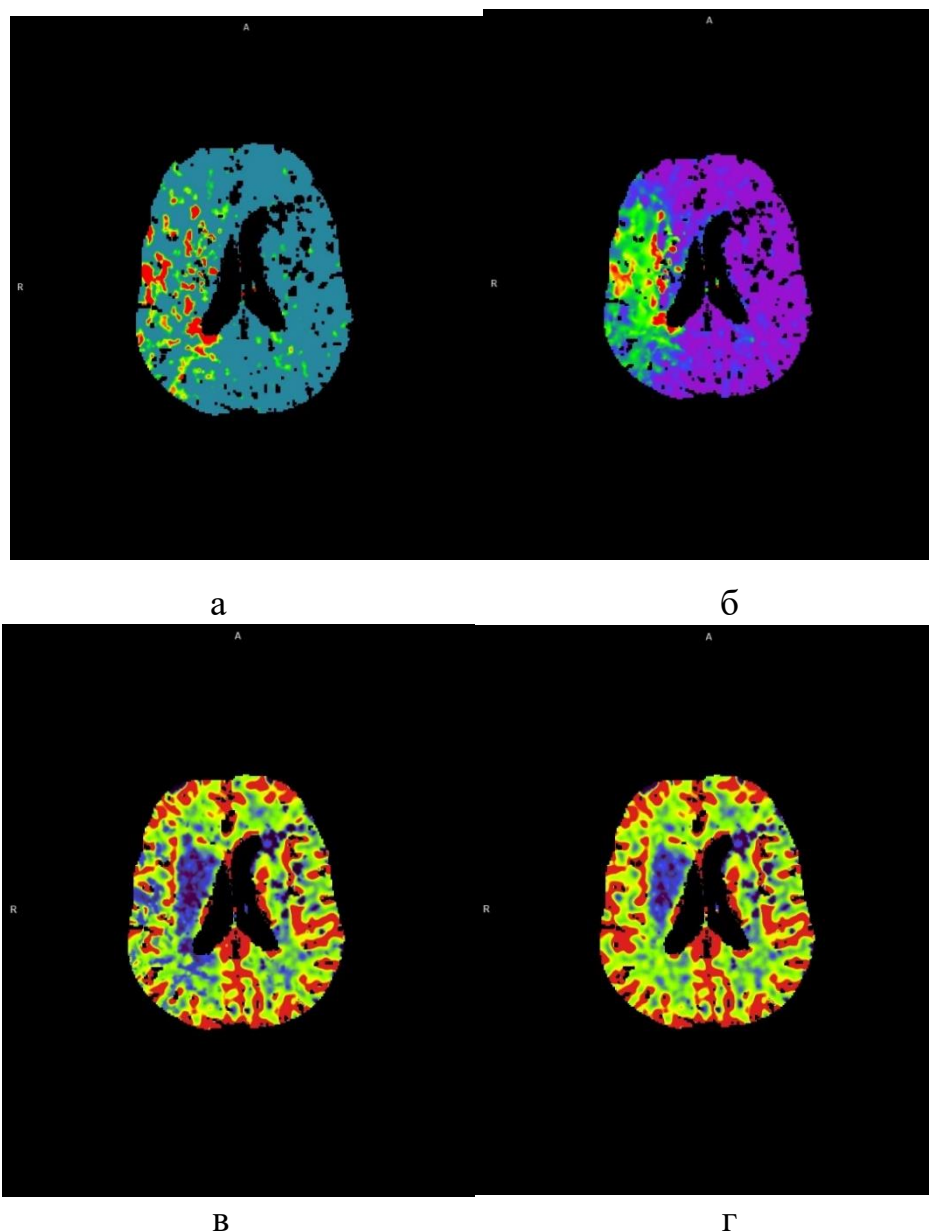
Перфузионная компьютерная томография головного мозга и построение карт перфузии головного мозга пациентки Н. (И/б 31517-2023) ,через 6,5 ч часов с момента появления неврологической симптоматики (а–г)
